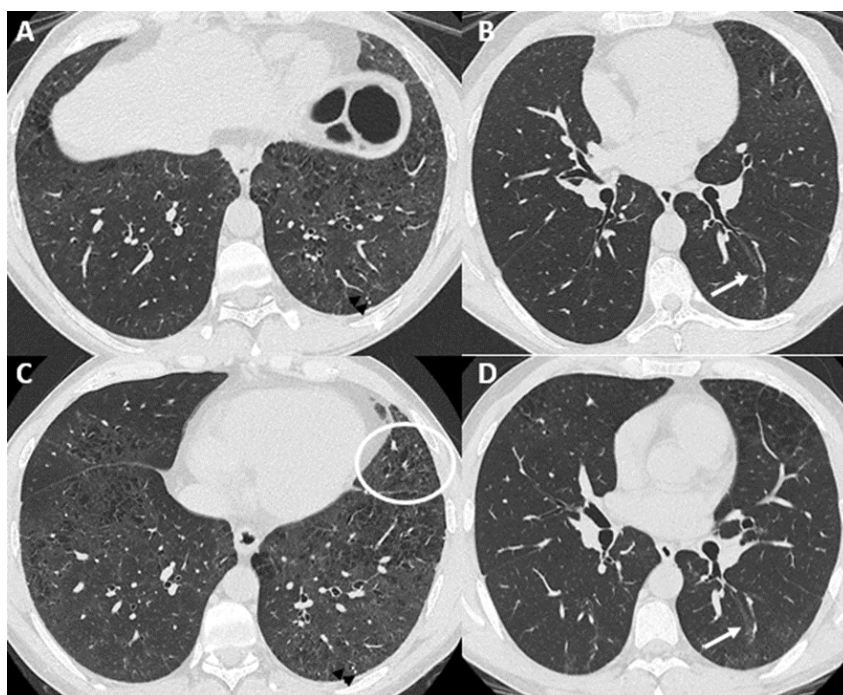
Esami assiali HRCT eseguiti ad ottobre 2016 (A-B) e luglio 2017 (C-D). (A-B) Enfisema atipico nei lobi inferiori e meno nel campo medio sinistro. Una bronchiectasia isolata senza reticolazione né aspetti di honeycombing (freccia bianca) e poche ossificazioni (punte di freccia nere) sono evidenti nel lobo inferiore sinistro. (C-D) Progressione dell'enfisema in tutti i campi polmonari con un aspetto confluyente alle basi. Le aree di GGO compaiono nei lobi inferiori e nella parte inferiore del lobo medio destro e della lingula. Una bronchiolectasia a trazione isolata appare nella lingula (cerchio bianco).
